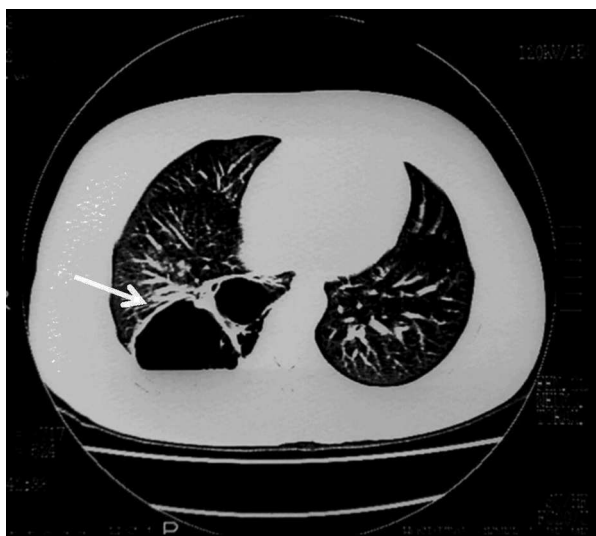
Caso 10. La tomografía axial computada muestra una cavidad posterior que colapsa parcialmente los vasos pulmonares y nivel hidroaéreo (flecha).
